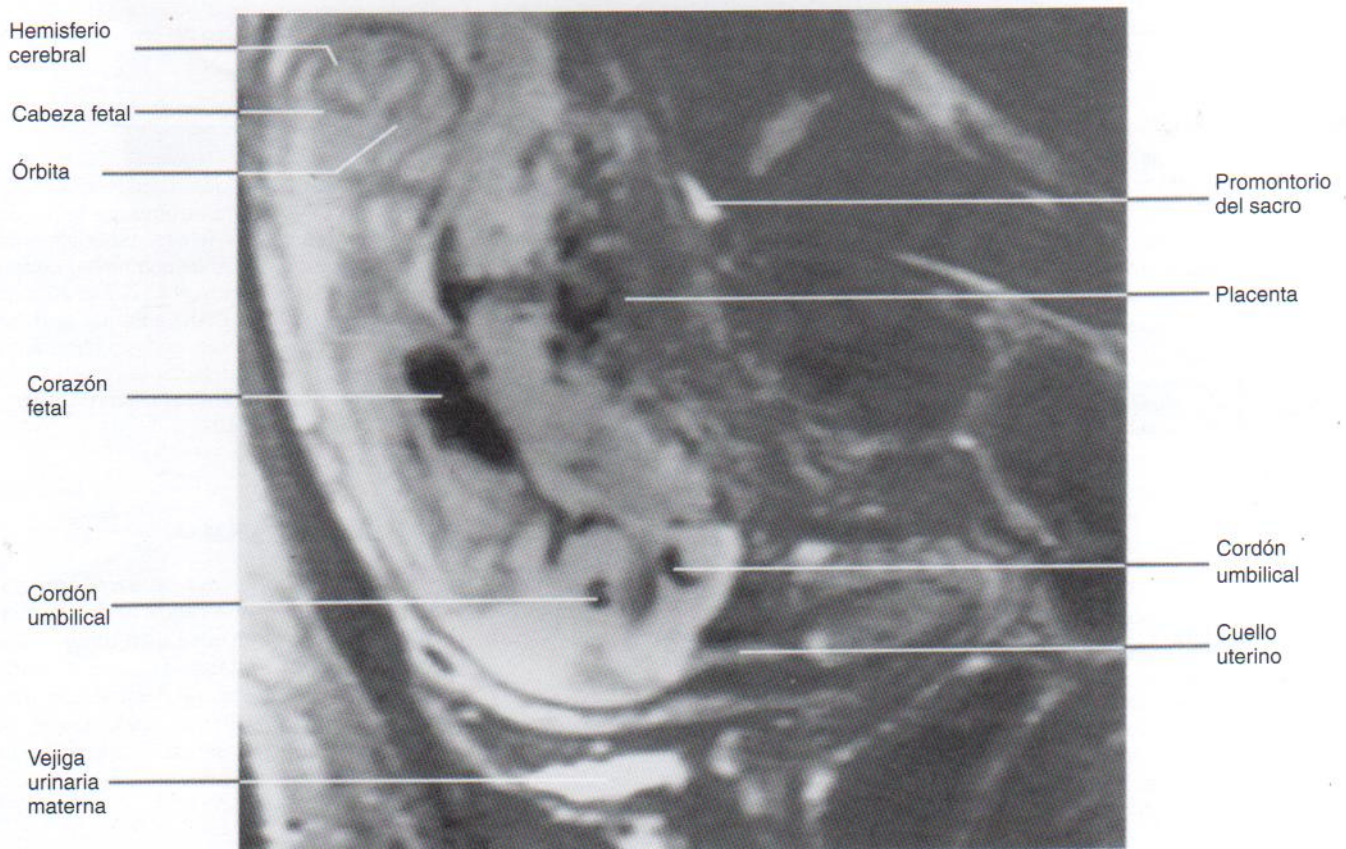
Resonancia magnética (RM) sagital de la pelvis de una mujer embarazada. Se pueden apreciar el feto, la placenta y el cordón umbilical. (Cortesía de la Dra. Shirley McCarthy, Director of MRI, Department of Diagnostic Radiology, Yale University School of Medicine, New Haven, Connecticut, EE.UU.)
